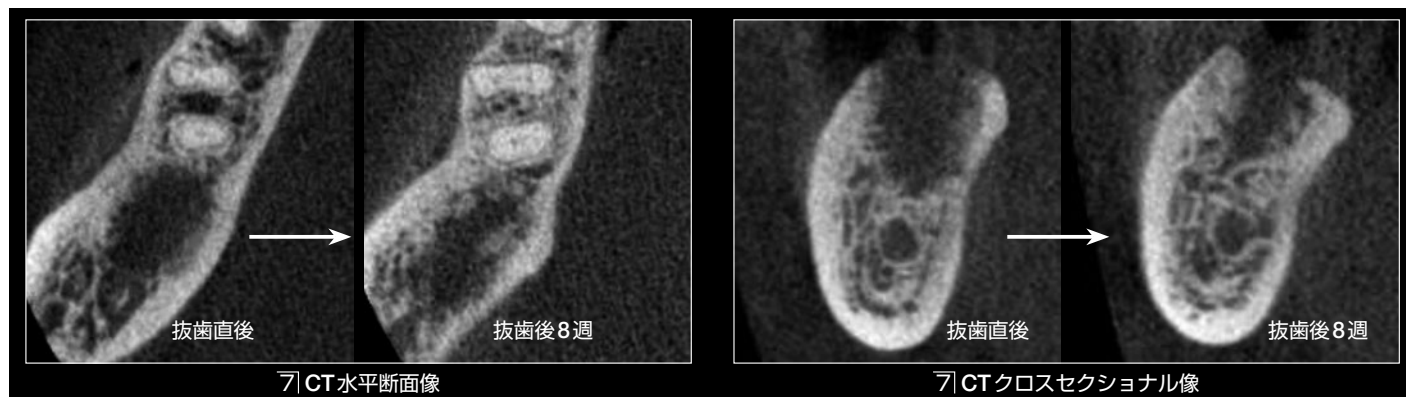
7抜歯直後と抜歯後8週のCT像の比較。抜歯後に骨吸収を招きやすい下顎骨であっても、肉芽組織を残したまま8週待つと骨はできてくる。
